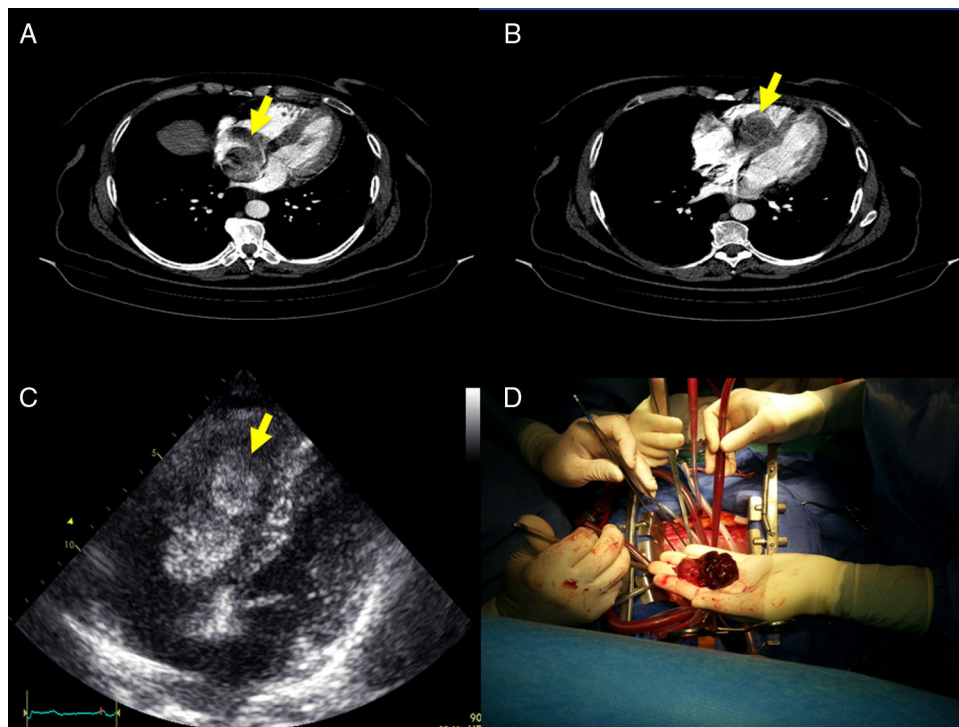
la tomografía computarizada con multidetectores identificó una masa en AD móvil (flecha); B: esta masa prolapsaba a través del anillo tricuspídeo; C: en la ecocardiografía transtorácica se visualizó una masa gigante en la aurícula derecha sugestiva de mixoma de 31 mm × 59 mm anclada en el septo interauricular que prolapsaba a través del anillo tricuspídeo y provocaba obstrucción durante la diástole, y D: estos hallazgos se confirmaron durante la cirugía.
